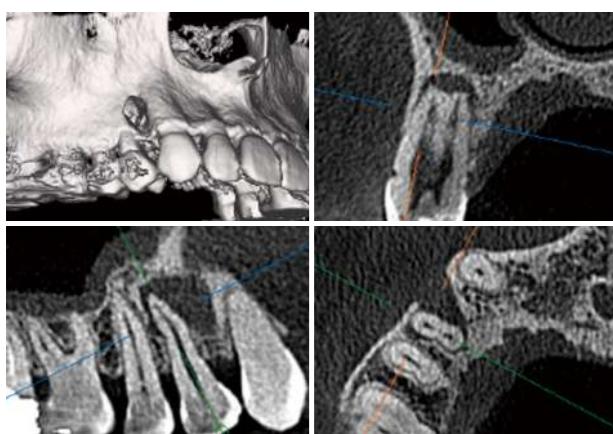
CT撮影すると皮質骨を破壊している大きな病変であることがわかった。
